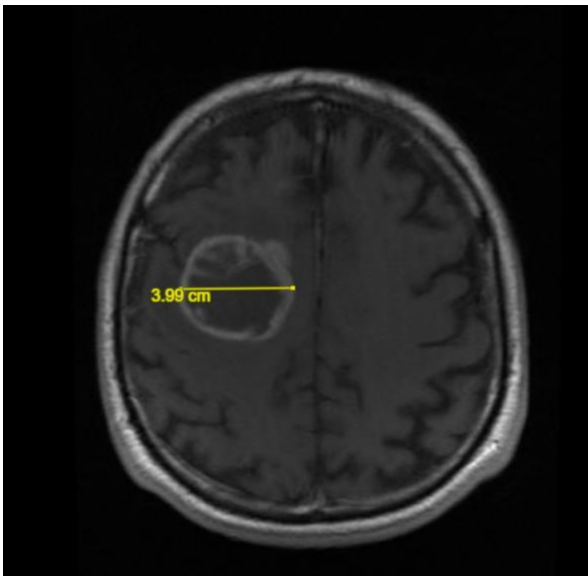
sezione assiale di MRI con mdc pesata in T1 con misurazione del diametro latero-laterale del GBM.
